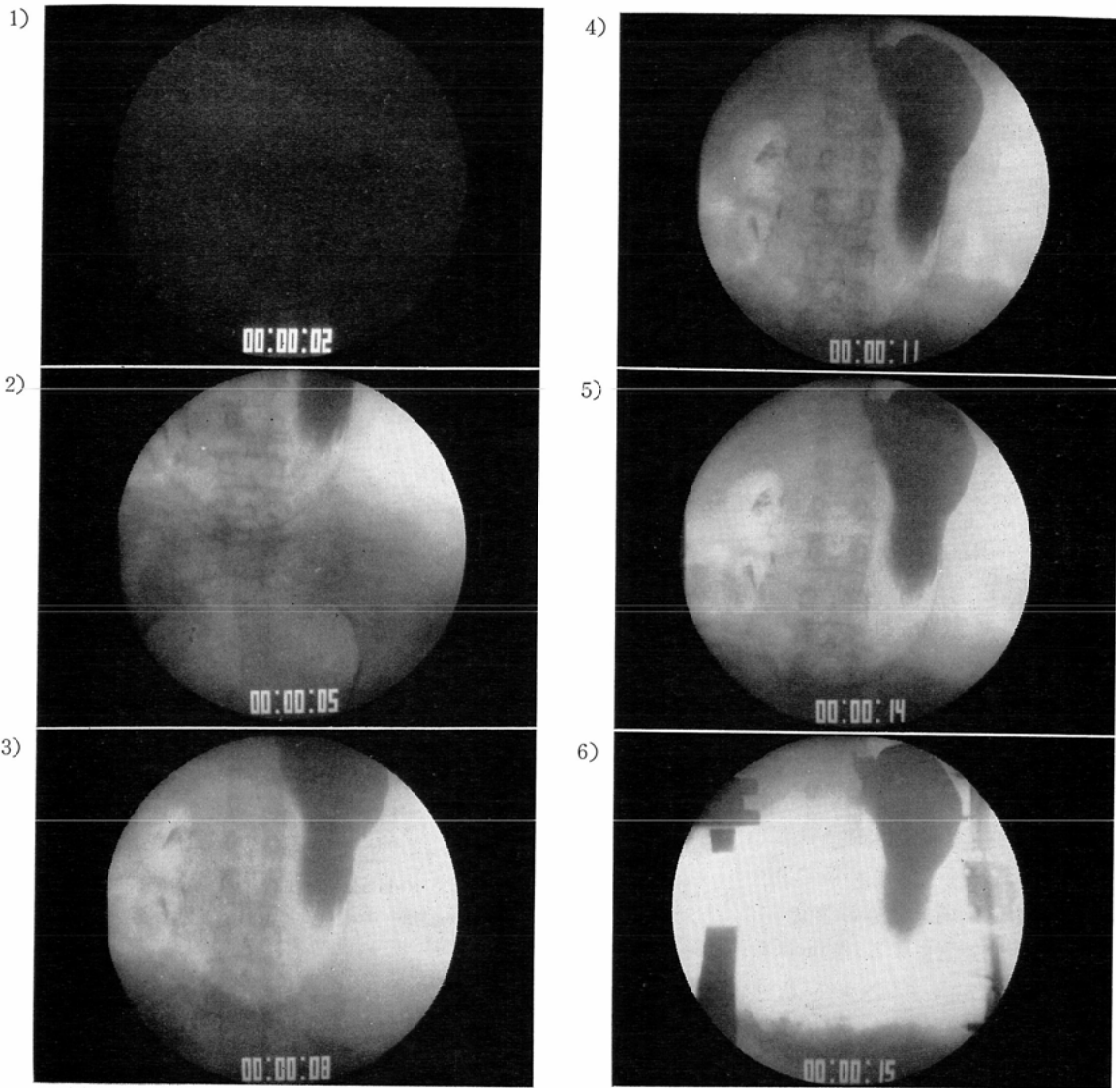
Photographs taken from the images on X-ray television monitor.
